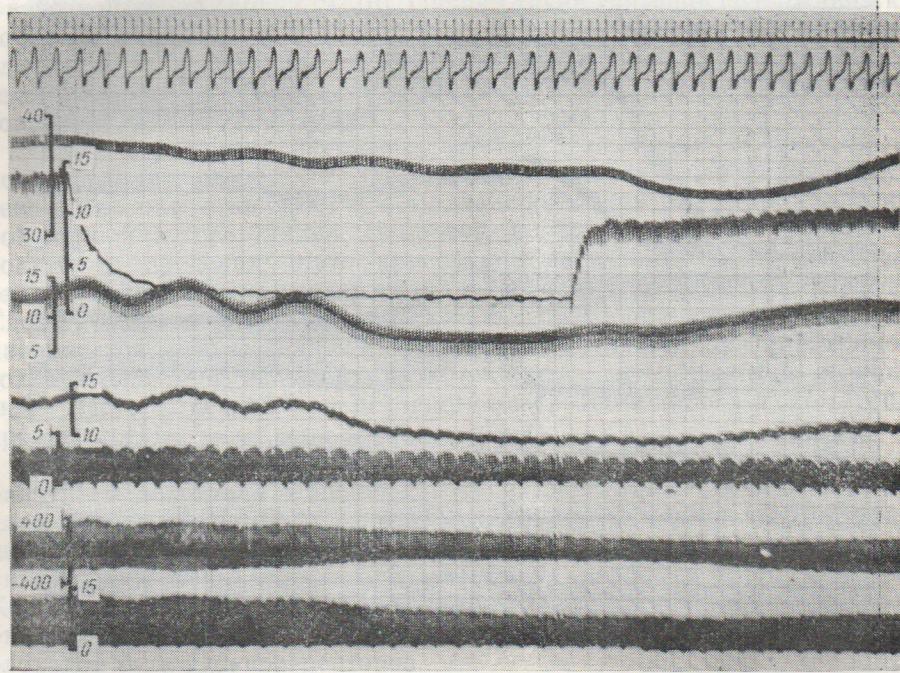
Влияние выключения и восстановления перфузии коронарной артерии на показатели кардио- и гемодинамики.
